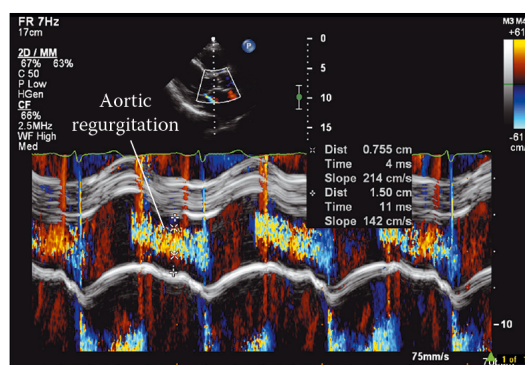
Imagem em modo M com Doppler cor a mostrar regurgitação aórtica (adaptado de Houghton, 2013).
